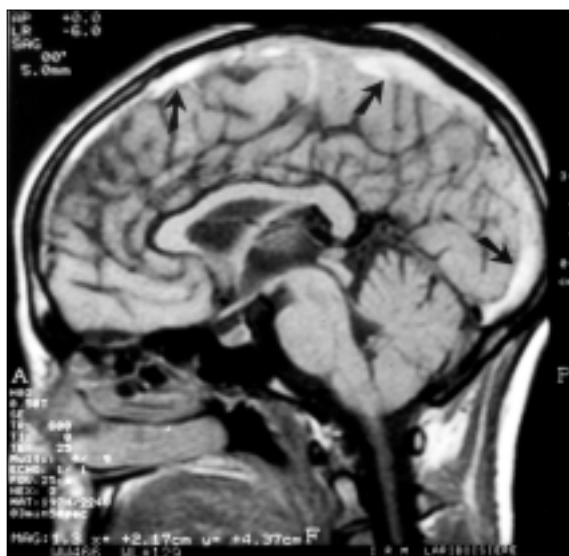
Thrombose du sinus longitudinal supérieur en IRM : hypersignal en spin écho T1 en coupe sagittale (flèches).
